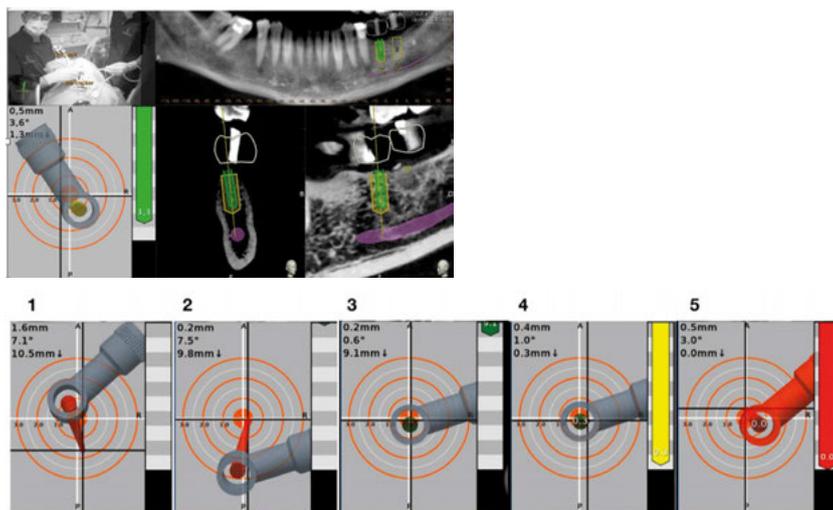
Instrucciones del programa de navegación para guiar al cirujano a la posición planificada del implante. Podemos observar varios cortes del CBCT del paciente, en los que vemos en amarillo la posición planificada del implante y en verde la posición en tiempo real de la fresa o implante. Debajo de la pantalla a la izquierda podemos observar una diana que nos va a ayudar a guiar el fresado a la posición predefinida del implante. Debemos centrar tanto el eje como la punta de la fresa y la cabeza del contraángulo virtual en el centro de la diana. Hasta que la fresa virtual no se pone de color verde, lo que significa que está a más de 0,5 mm de distancia de la planificación. En la imagen de la derecha podemos observar una regla que nos muestra la profundidad a la que se encuentra el implante en tiempo real.
